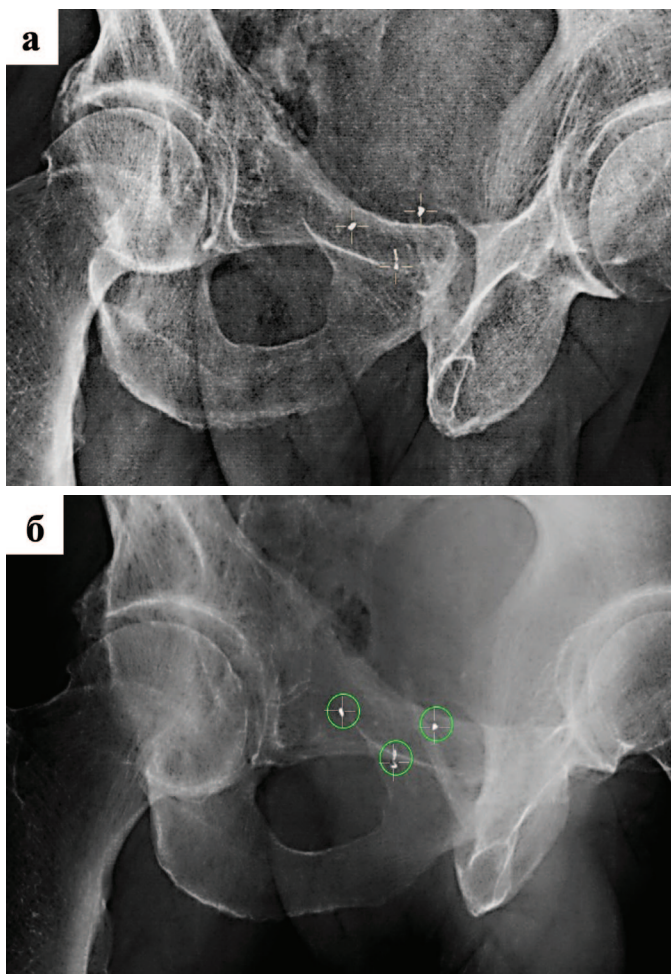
Система АВН для отслеживания и коррекции интрафракционных смещений предстательной железы: а. рентгеновский снимок, на котором видны три рентген-контрастных маркера (отмечены указателями в виде крестов); б. рентгеновский снимок того же пациента, на котором видны три рентген-контрастных маркера (отмечены указателями в виде крестов) с границами допусков смещения (круги зеленого цвета)
